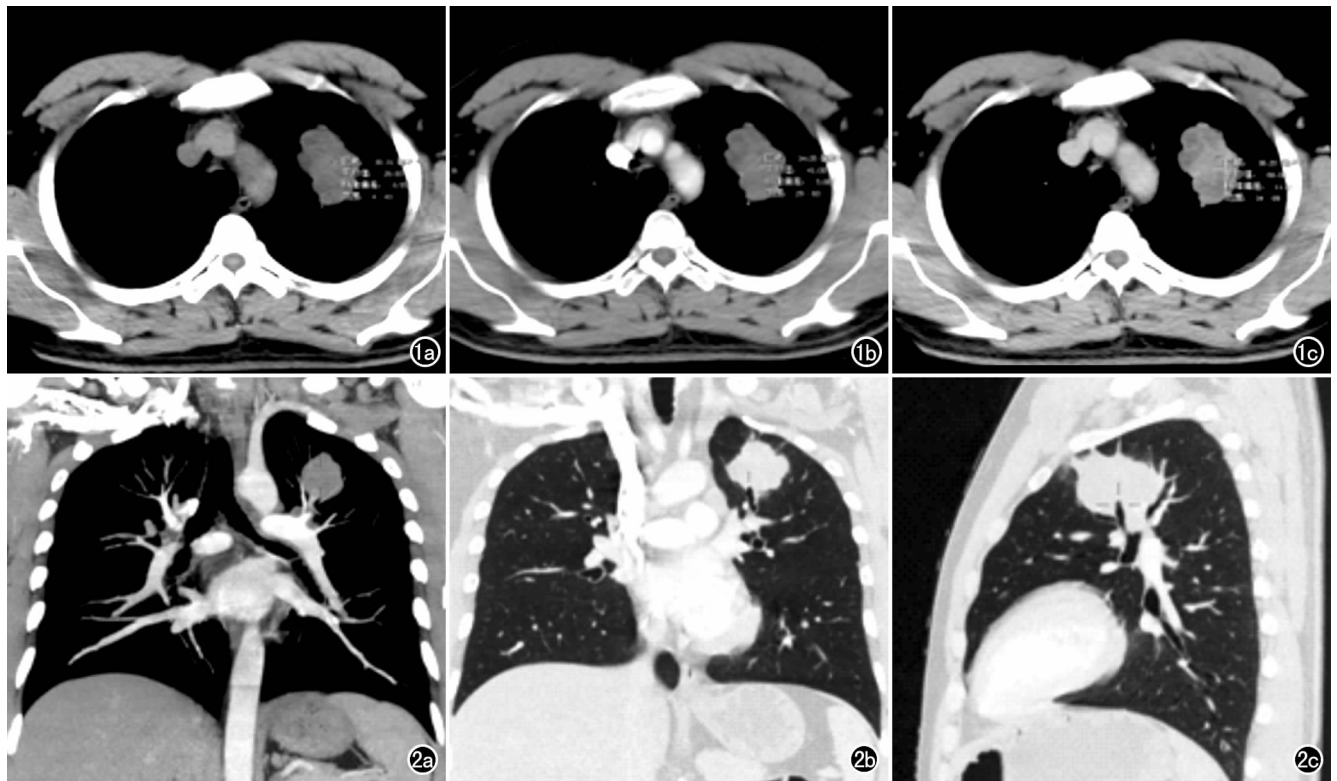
胸部 CT 检查。在各期相纵隔窗图像上测量肿瘤的 CT 值。a)CT 平扫;b)CT 增强扫描;c)延迟期图像。图 2 对肺癌患者的原始 CT 增强图像进行图像重组。a)纵隔窗 MIP 图像;b)冠状面肺窗 MPR 图像;c)矢状面肺窗 MPR 图像。
